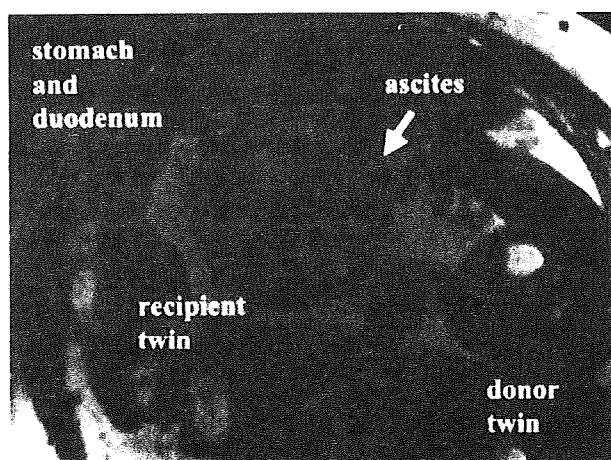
MRI findings in the recipient twin. Marked dilatation of the stomach and duodenum (black arrow), and ascites (white arrow) were found at 28 weeks of gestation
